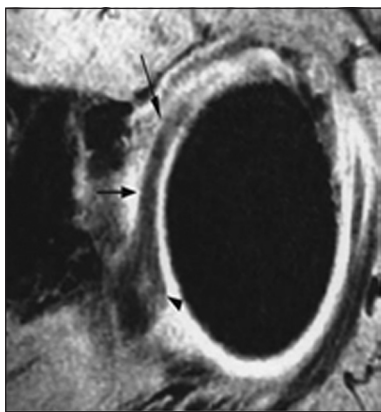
Пацієнт І, 36 років, МРТ лівого плечового суглоба, Ax T1Fs, стрілками вказана капсула суглоба
